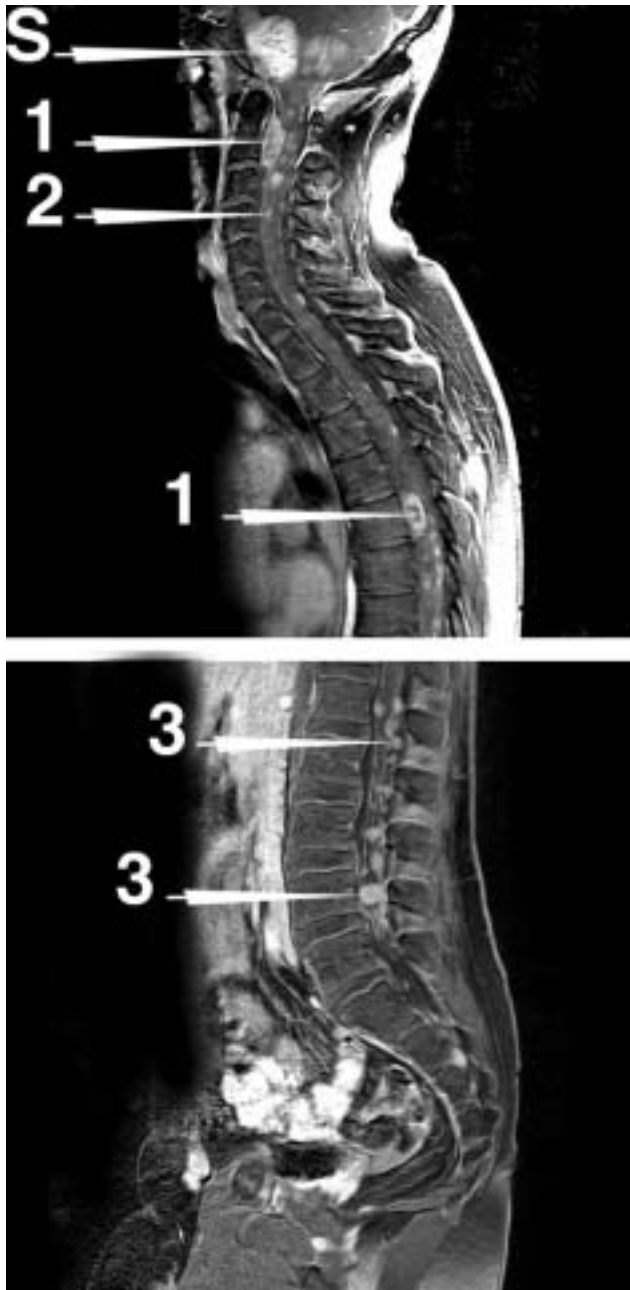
association de tumeurs rachidiennes multiples dans la NF2 représentées sur une IRM de la fosse postérieure et du rachis en coupe sagittale T1 gadolinium : 1) méningiomes, 2) épendymomes, 3) schwannomes. À noter S) volumineux schwannome vestibulaire.
